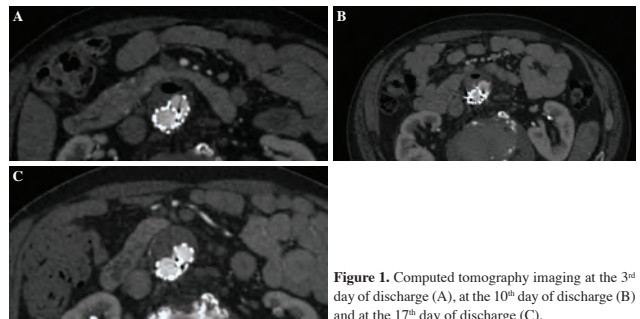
Computed tomography imaging at the 3rd day of discharge (A), at the 10th day of discharge (B) and at the 17th day of discharge (C).
